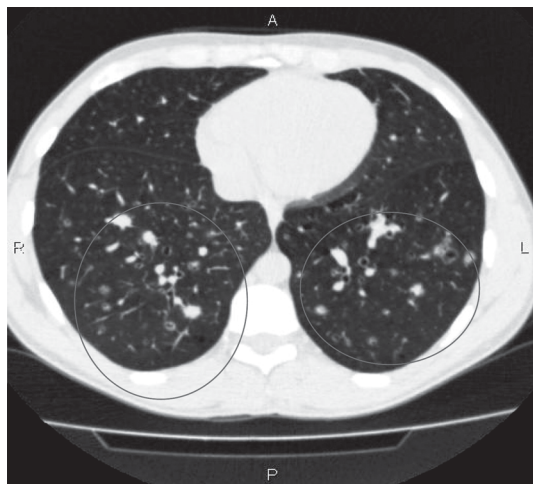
СКТ органов грудной полости от 16.05.2014 г.
